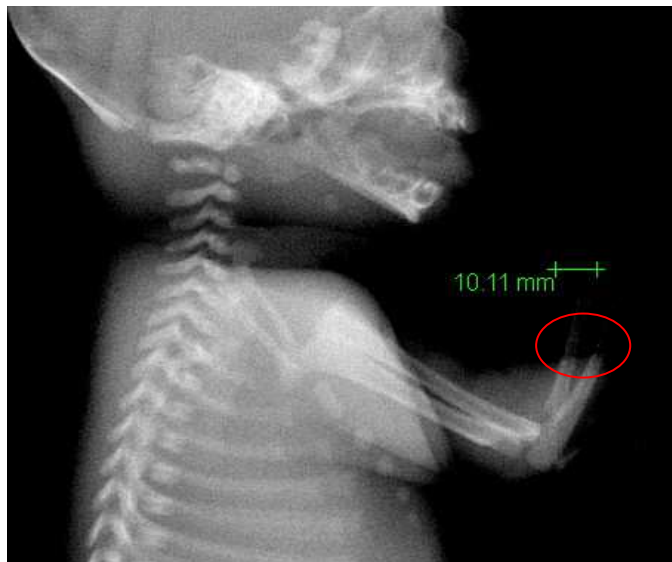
Exemplo de radiografia que não permite a medição de todas as estruturas, neste caso concreto, das extremidades distais da ulna e do rádio, assinaladas com uma elipse vermelha (imagem da autora).
